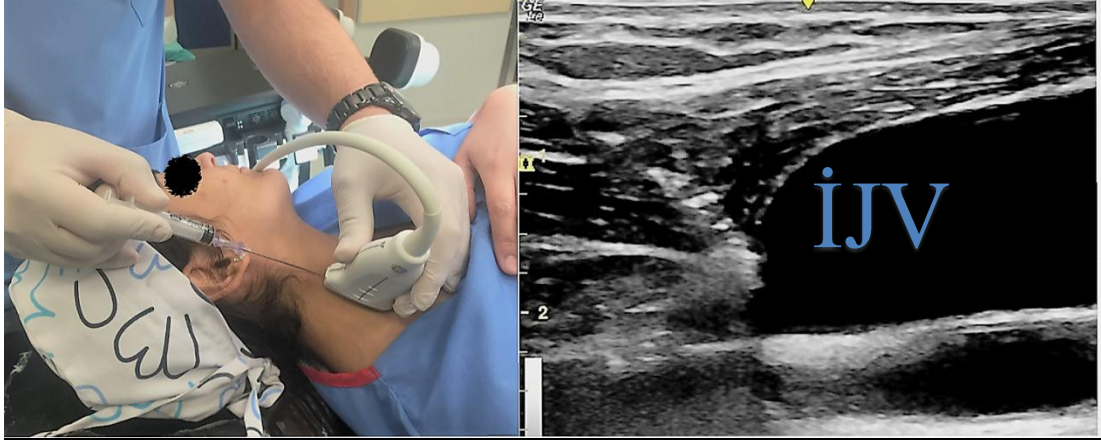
GE LOGIQ-e Ultrason Cihazı ve L4-12t Lineer Prob
